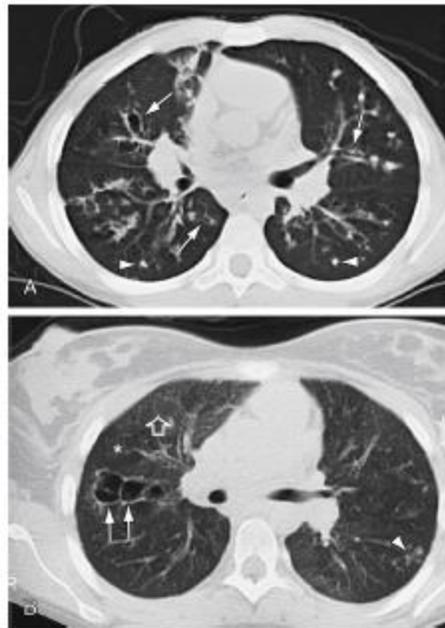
TC del tórax en la fibrosis quística. A, Niño de 12 años con neumopatía moderada. Hay cambios de la vía respiratoria y del parénquima en ambos pulmones. Se pueden ver múltiples áreas de bronquiectasias (flechas) e impactación mucosa (cabezas de flecha). B, Una joven de 19 años tiene un pulmón fundamentalmente normal con una zona de bronquiectasias saculares en el lóbulo superior derecho (flechas) y una zona focal de impactación mucosa periférica en el lóbulo inferior derecho (cabeza de flecha). La densidad pulmonar es heterogénea, con áreas de pulmón normal (flecha abierta) y áreas de atenuación baja que reflejan atrapamiento aéreo segmentario y subsegmentario (asterisco).(2)
